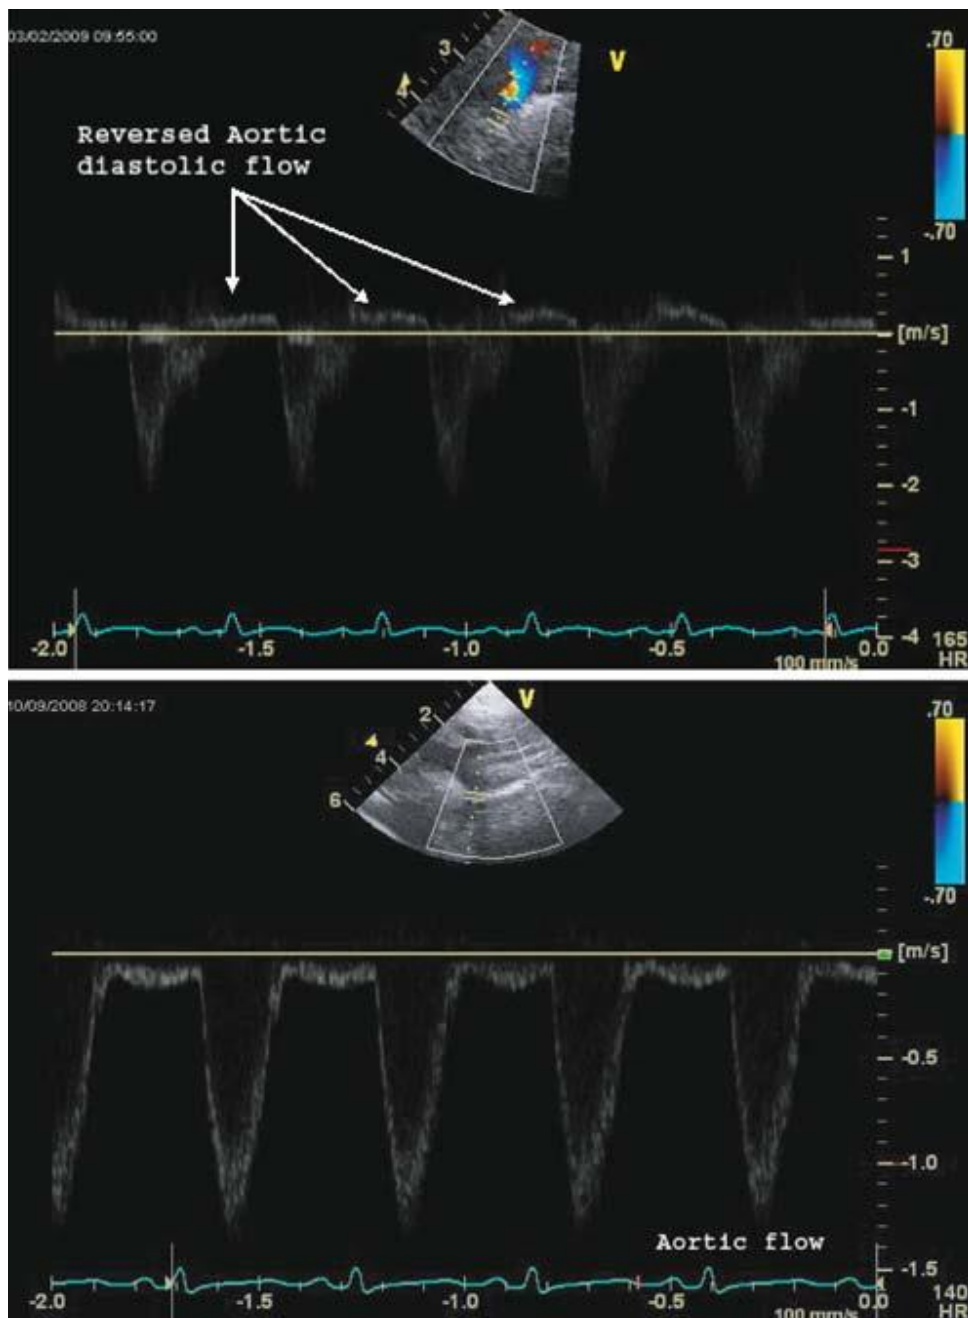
Doppler pulsado de la aorta descendente en un neonato con DAP hemodinámicamente significativo que muestra flujo reverso en diástole (arriba). Flujo aórtico normal tras el cierre del ductus (abajo).
